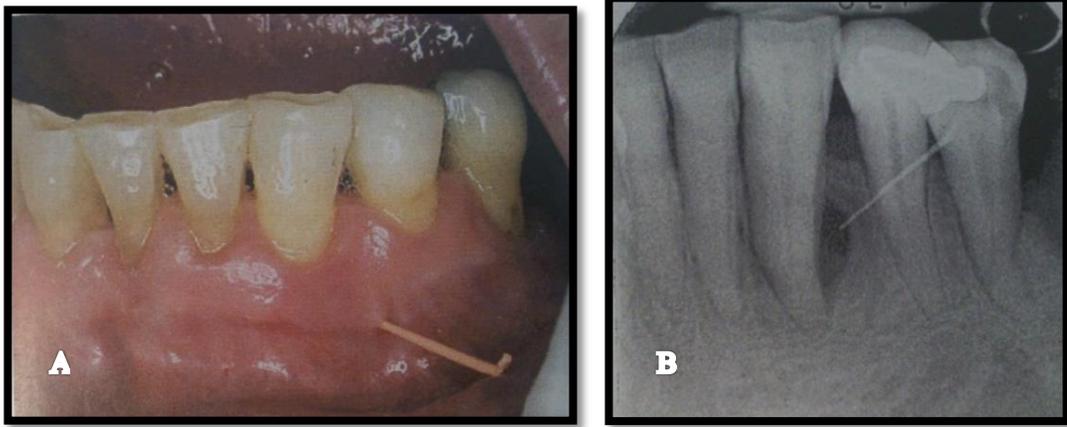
A) Absceso periodontal asociado con un canino inferior izquierdo. Nótese la salida del tracto fistular, demostrada mediante un cono de gutapercha. B) Imagen radiográfica del canino inferior de la fig. A). El diagnóstico diferencial con un absceso periapical fue realizado gracias a la vitalidad dental positiva, la ausencia de caries o de restauración en el canino y la presencia de una bolsa periodontal profunda en la cara lingual del diente.¹³
